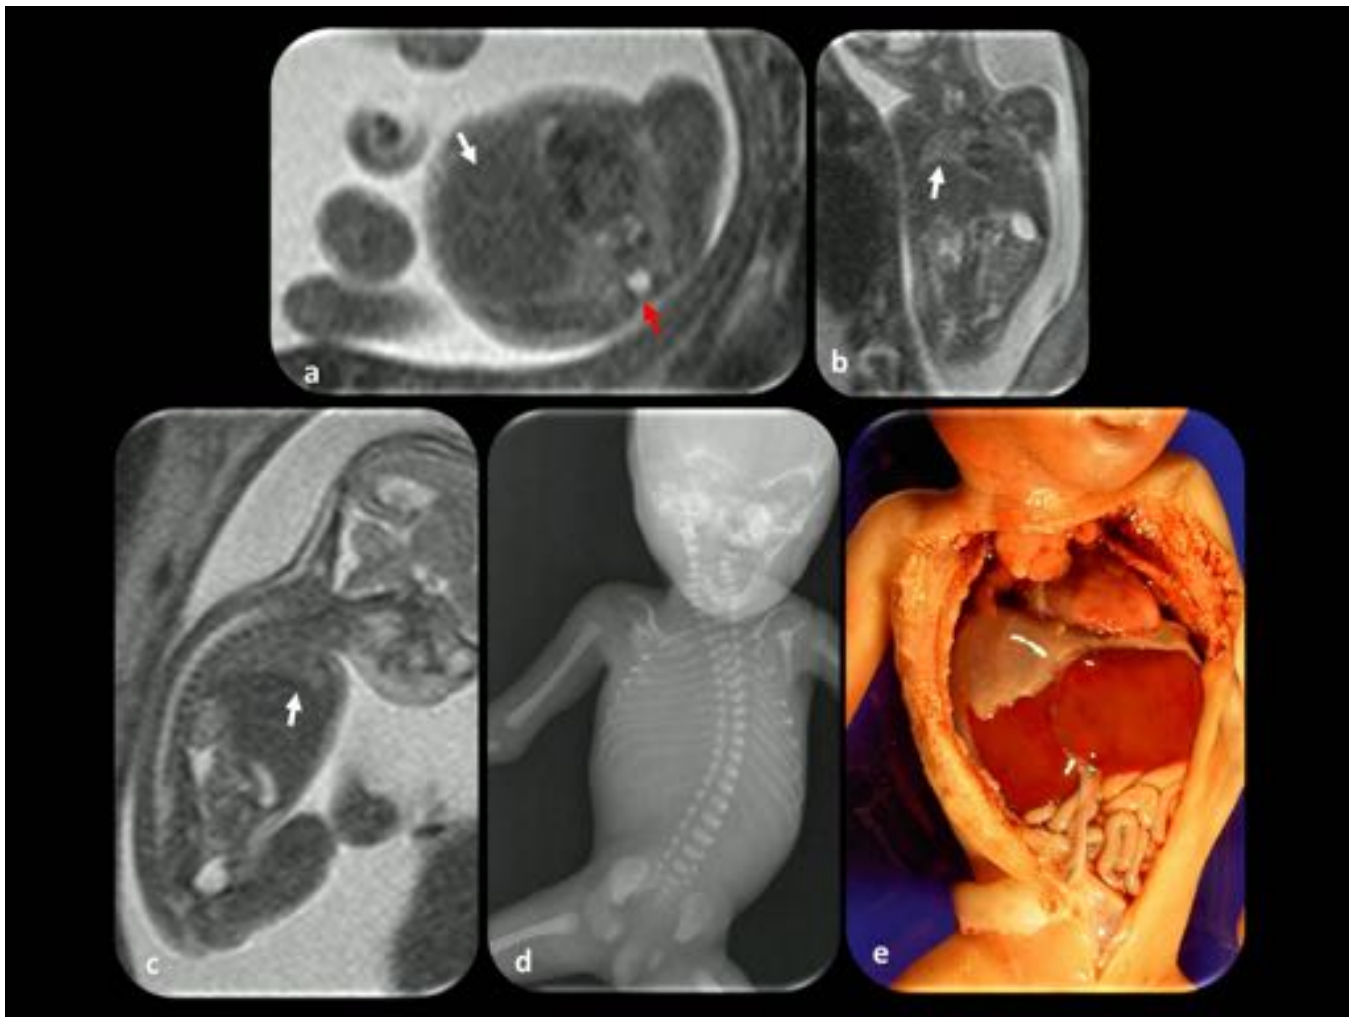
Hipoplasia pulmonar debido a deformidad torácica y eventración diafragmática. Feto de 21 semanas de gestación. (a, b y c) Imágenes axial, coronal y sagital. Los pulmones son muy pequeños y el pecho está deformado. El canal espinal (flecha roja) no está y el hemitórax izquierdo es muy pequeño. El hígado (flechas blancas) está localizado muy cranealmente. La deformidad torácica, la eventración diafragmática y la hipoplasia pulmonar se muestran en la radiografía (d) y el espécimen anatómico (e).
